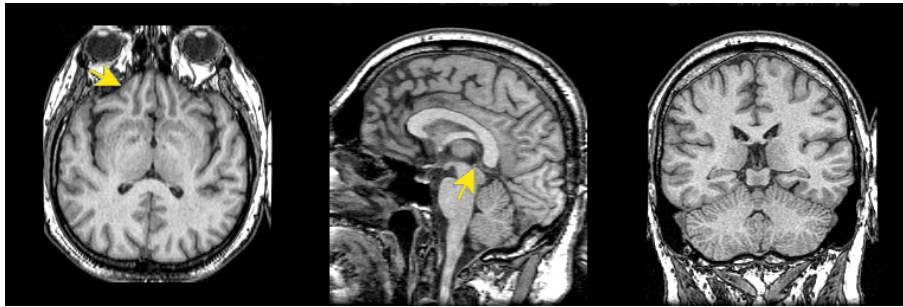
Imágenes MRI del cerebro
